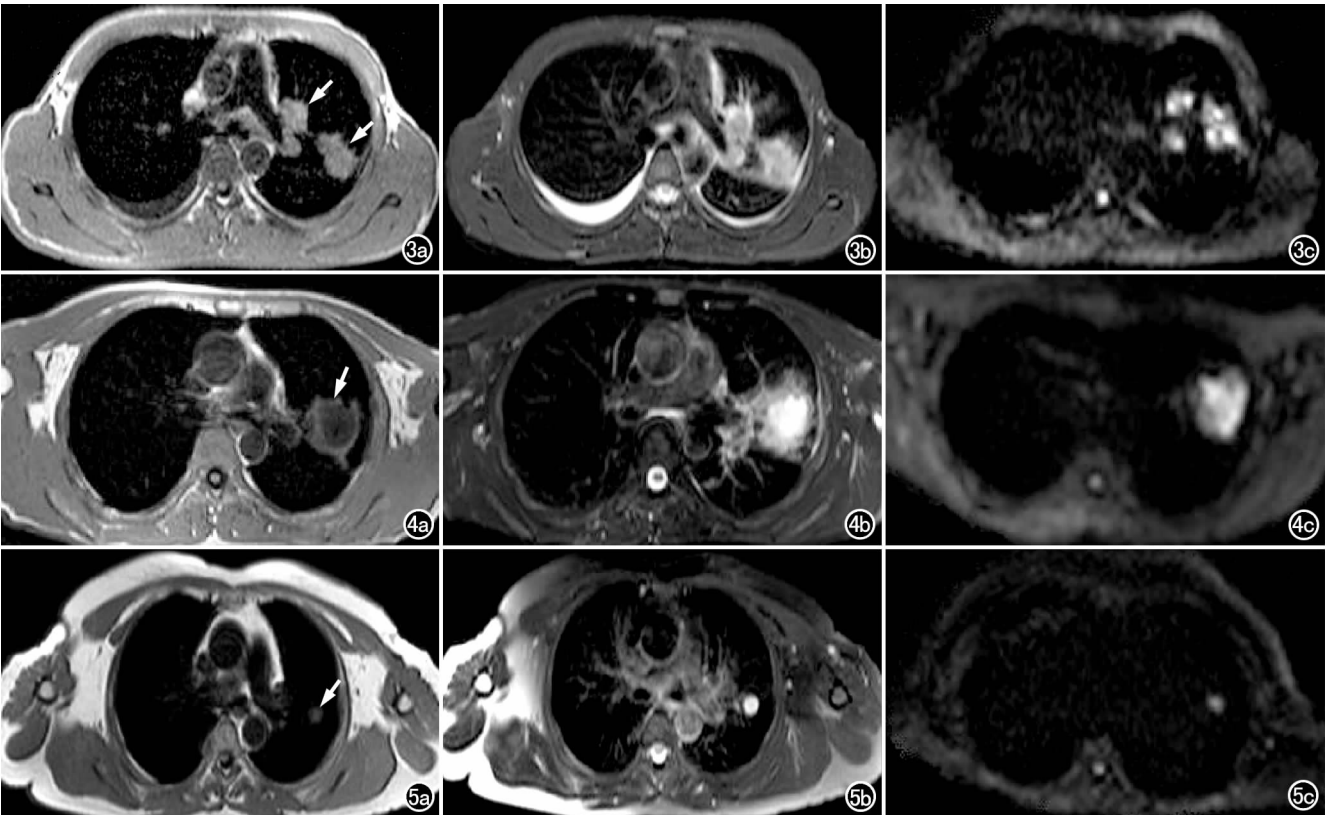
左上肺结核球伴左肺门淋巴结结核。a) T₁WI 示左肺门及左上肺结节影呈等信号(箭); b) T₂WI-SPIR 示病灶呈稍高信号; c) DWI 示病灶呈不均匀高信号。图 4 左肺上叶肺脓肿。a) T₁WI 示左上肺圆形空洞(箭),空洞壁呈等信号,空洞内脓液呈低信号; b) T₂WI-SPIR 示病灶呈稍高信号; c) DWI 示病灶呈不均匀高信号。图 5 左上肺炎性假瘤。a) T₁WI 示左上肺异常信号结节影呈等信号(箭); b) T₂WI-SPIR 示病灶呈稍高信号; c) DWI 示病灶呈稍高信号。
